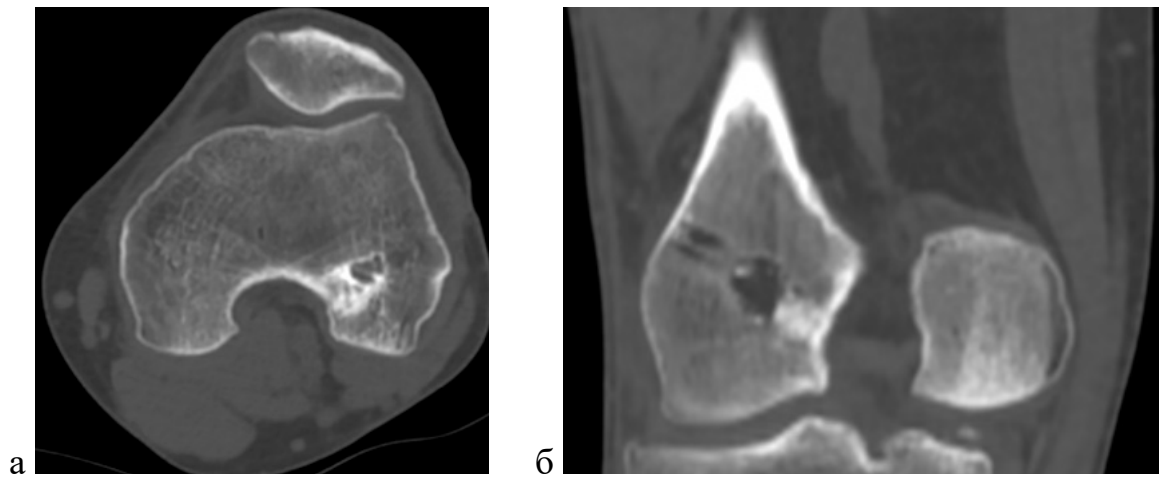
Компьютерные томограммы коленного сустава пациента Н. Оценка степени перестройки костных трансплантатов и наличие костных кист после пластики расширенных туннелей: а – аксиальный срез; б – фронтальный срез (собственное наблюдение)
